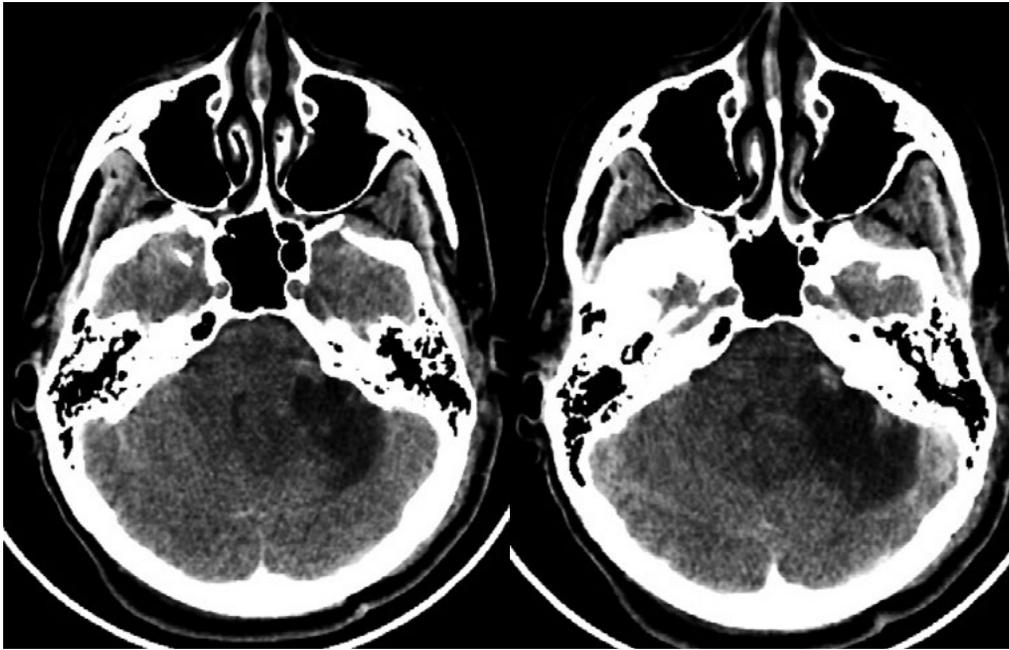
МСКТ головного мозга с контрастным усилением. 1-е сутки после операции. Опухоль удалена, накопления контрастного вещества не отмечается.
